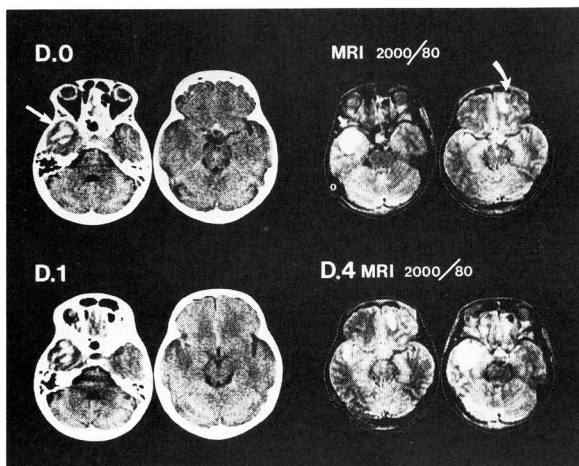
Case 2 : CT scan demonstrated contusional hematoma in the left temporal lobe and subarachnoid hemorrhage in the left sylvian and interhemispheric fissures, but T 2 weighted image revealed intracerebral traumatic lesion in the right frontal lobe on Day 0, CT scan on Day 1 did not demonstrate right frontal lesion, but this lesion was shown as low density area on serial CT (not presented) .
